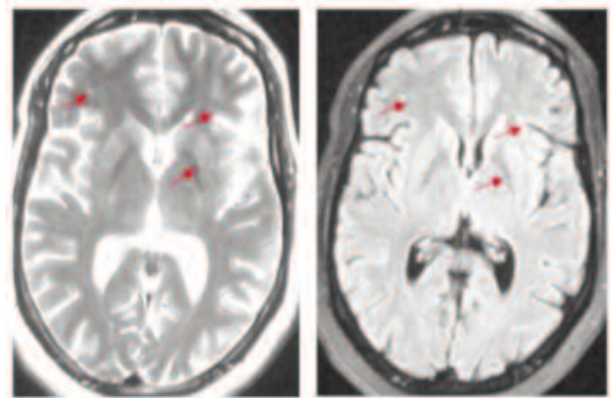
IRM cérébrale en coupe axiale pondérée en T2 et FLAIR montrant des hypersignaux de la substance blanche sous corticale et profonde
